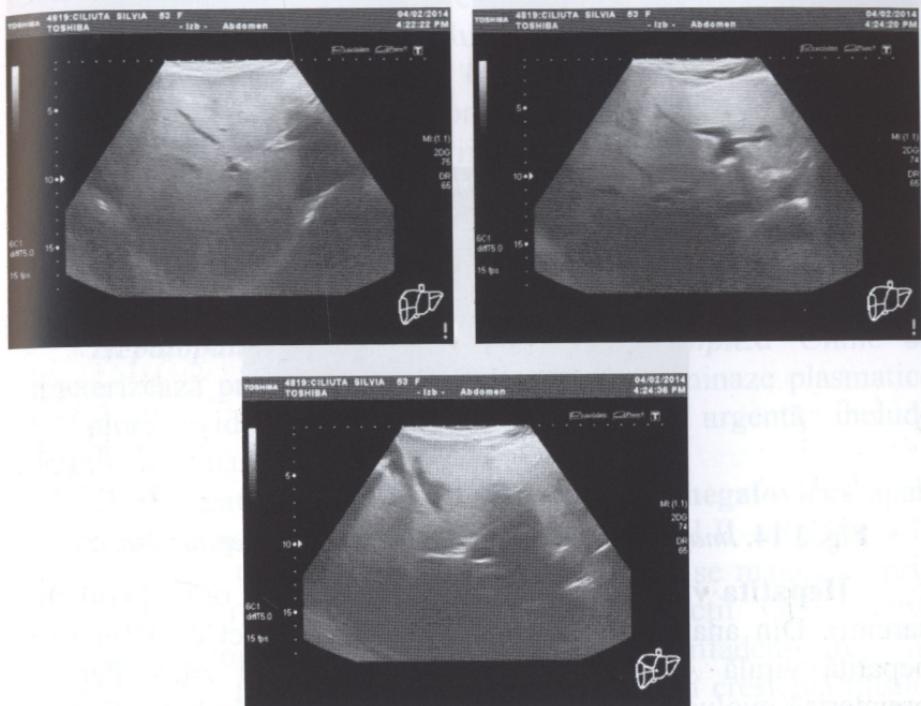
Imagine ultrasonografică de steatoză hepatică pronunțată
